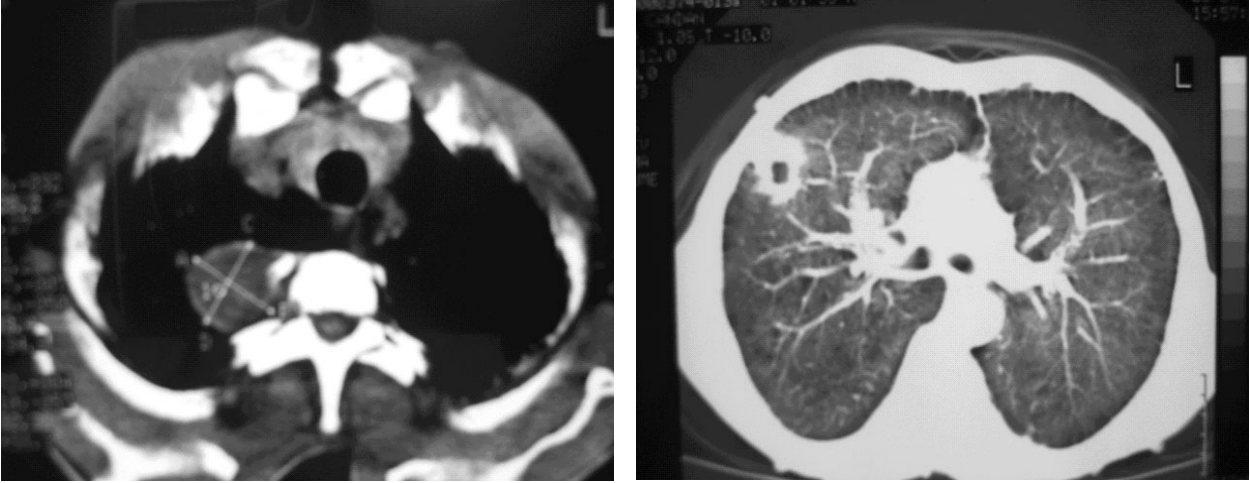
a-b. Olgunun 2004 yılına ait bilgisayarlı tomografi kesiti.
